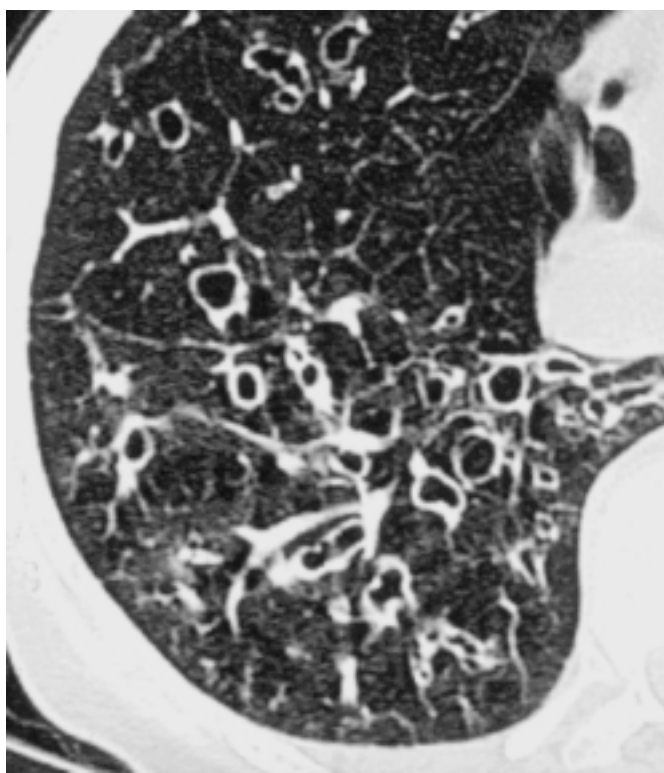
HRCT: Bronchiektasen mit deutlicher Bronchusdilatation (Siegelring-Zeichen), teilweise geringer Wandverdickung und Sichtbarkeit der Bronchien bis weit in die Peripherie.
